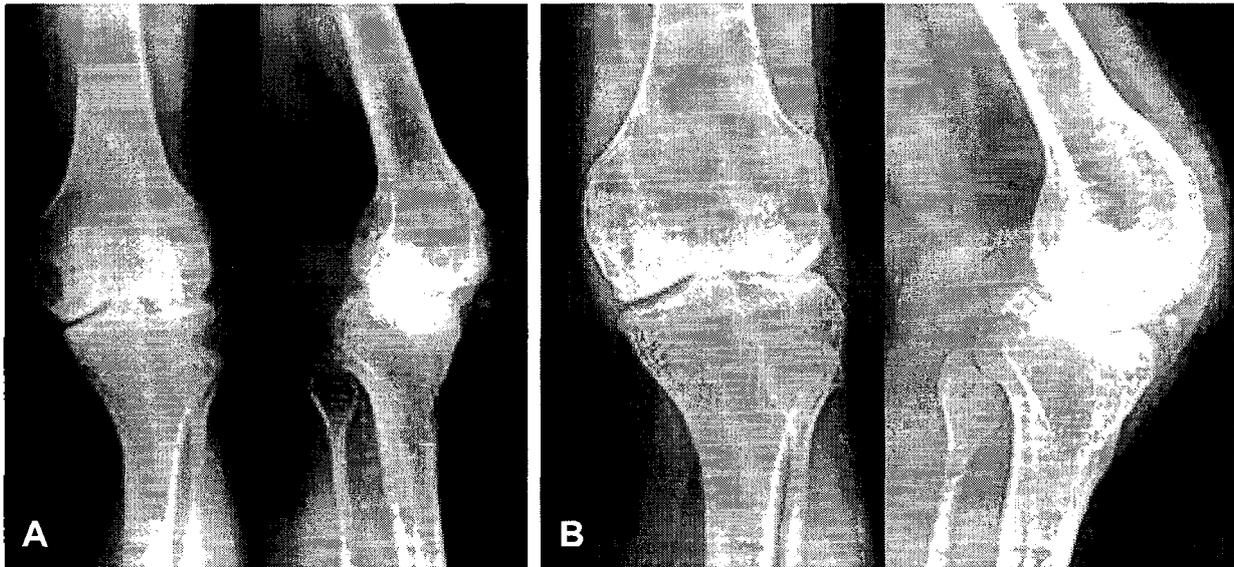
(A) Preoperative radiograph of an 26-year-old patient with severe hemophilia A shows stage III radiographic findings. (B) There were no change and progression on radiograph taken at 3 years 5 months postsynovectomy.
